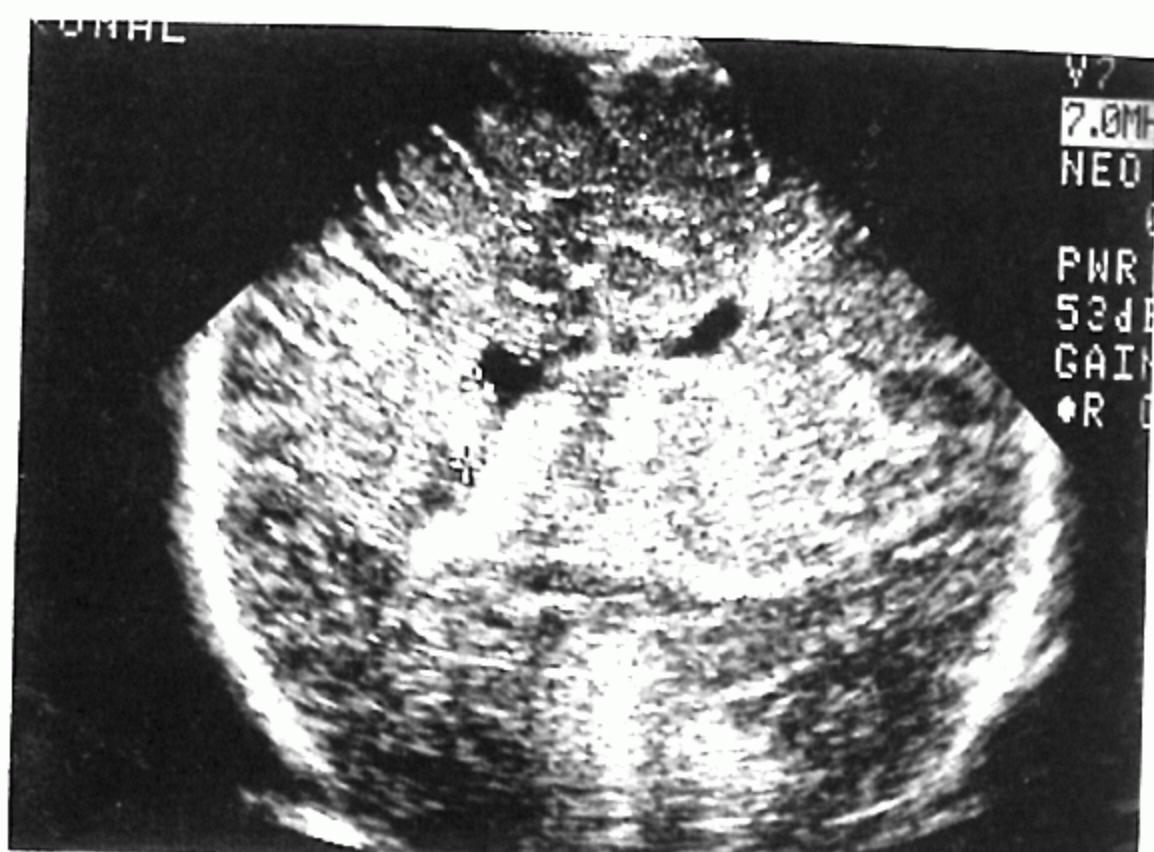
Coronal image of the brain sonography at the 4th day of life reveals an echogenic subependymal nodule(asterix), representing subependymal nodule in the right lateral wall of the lateral ventricle.
